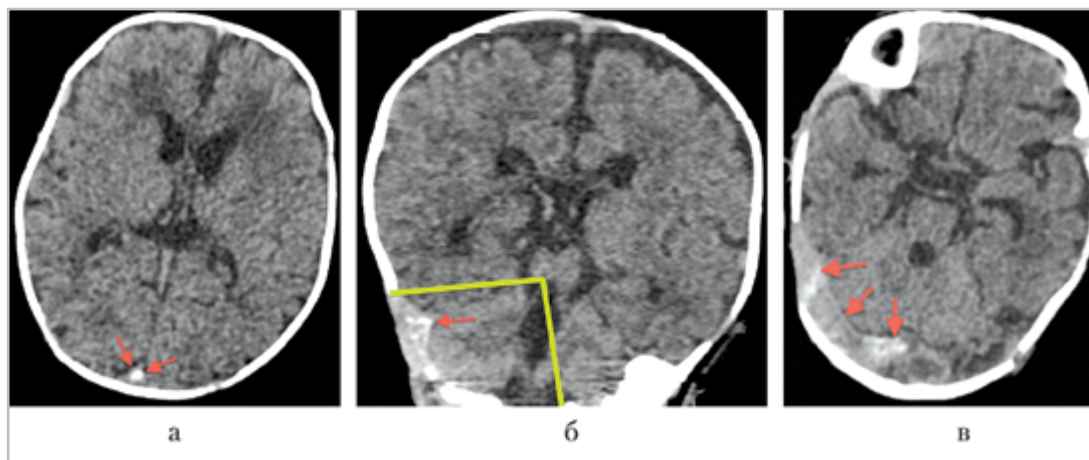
Компьютерные томограммы головного мозга: *а* — аксиальный срез, стрелками показано гиперденсивное неоднородное содержимое правого поперечного синуса; *б* — коронарный срез, стрелкой показан гиперденсивный тромб в правом поперечном синусе, зеленым сектором выделена зона, доступная осмотру при ультразвуковом сканировании через заднебоковой родничок; *в* — тромб в нижних отделах верхнего сагиттального синуса (стрелка)
